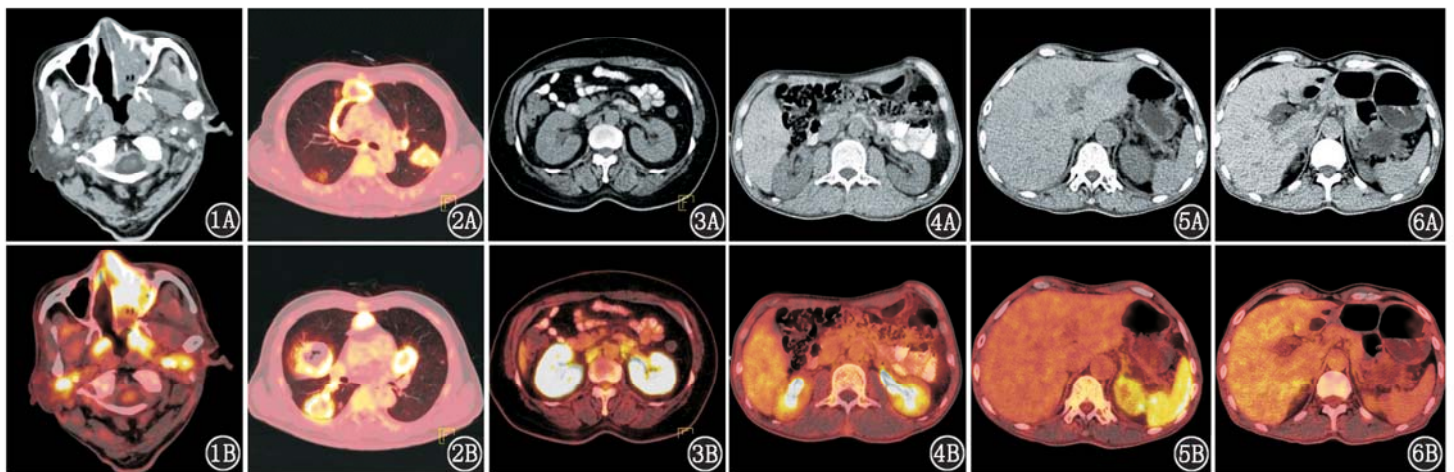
肉芽肿性多血管炎(GPA)患者(男,69 岁)<sup>18</sup>F-脱氧葡萄糖(FDG) PET/CT 显像图。1A.横断面 CT 图示鼻腔、左侧上颌窦内软组织灶,双侧鼻咽侧壁增厚,双侧腮腺内软组织灶;1B.横断面 PET/CT 融合图示病变 FDG 摄取异常增高,最大标准摄取值( $SUV_{max}$ )为 15.04 图 2 GPA 患者(男,60 岁)<sup>18</sup>F-FDG PET/CT 显像图。2A,2B.横断面 PET/CT 融合图示双肺多发结节与空洞,部分病变近端可见供应血管及相通的支气管影,FDG 摄取异常增高, $SUV_{max}$  为 12.1
